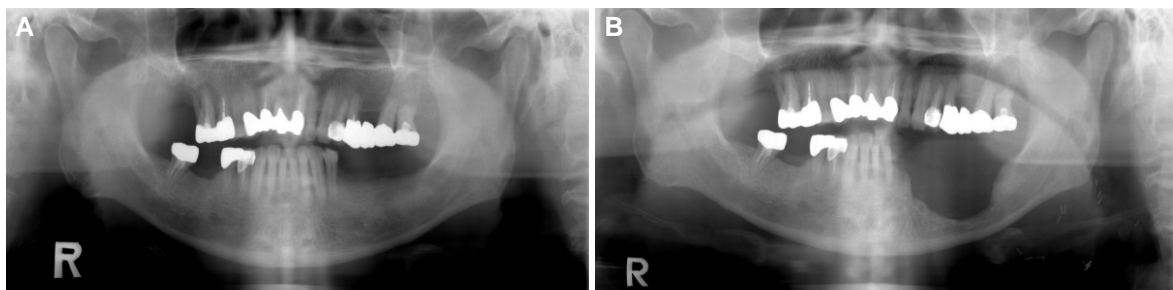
Panoramic radiograph at first visit and after marginal mandibulectomy. (A) radiograph at first visit on February 11, 2004, (B) radiograph after surgery on March 24, 2004.
